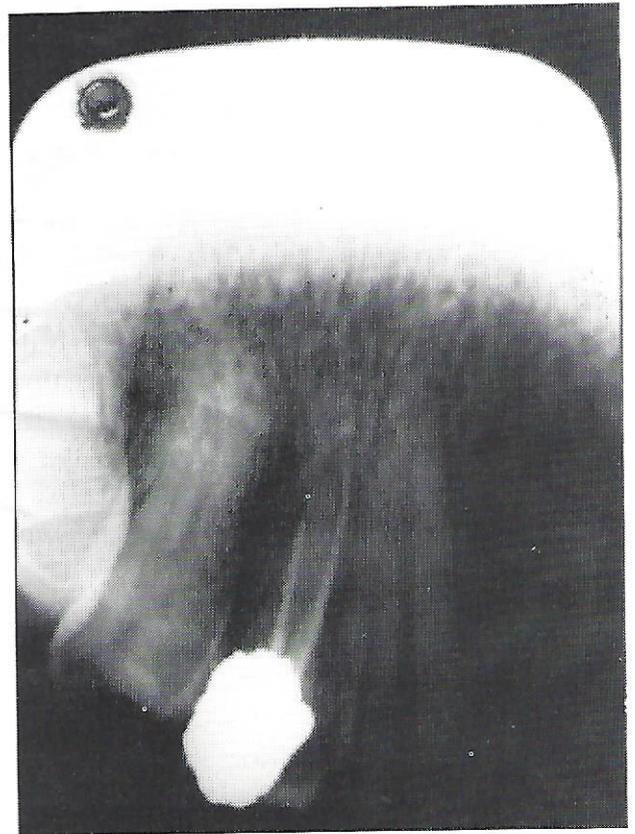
Radiografia pré-operatória (03/07/85), mostrando uma radiotransparência periapical no ápex do incisivo lateral sup. direito e uma área de radiotransparência bem delimitada, em posição distal à sua raiz.
